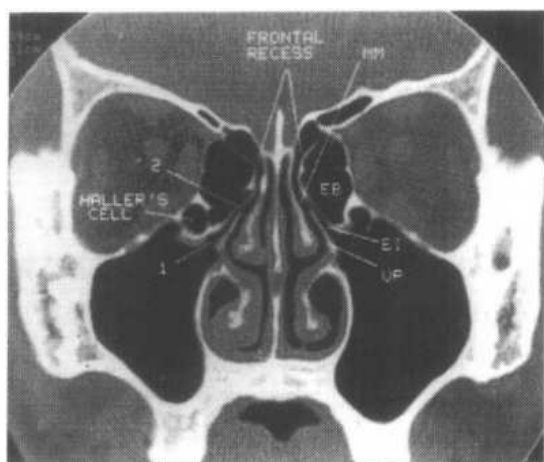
窦口鼻道复合体冠状面 CT 扫描图
